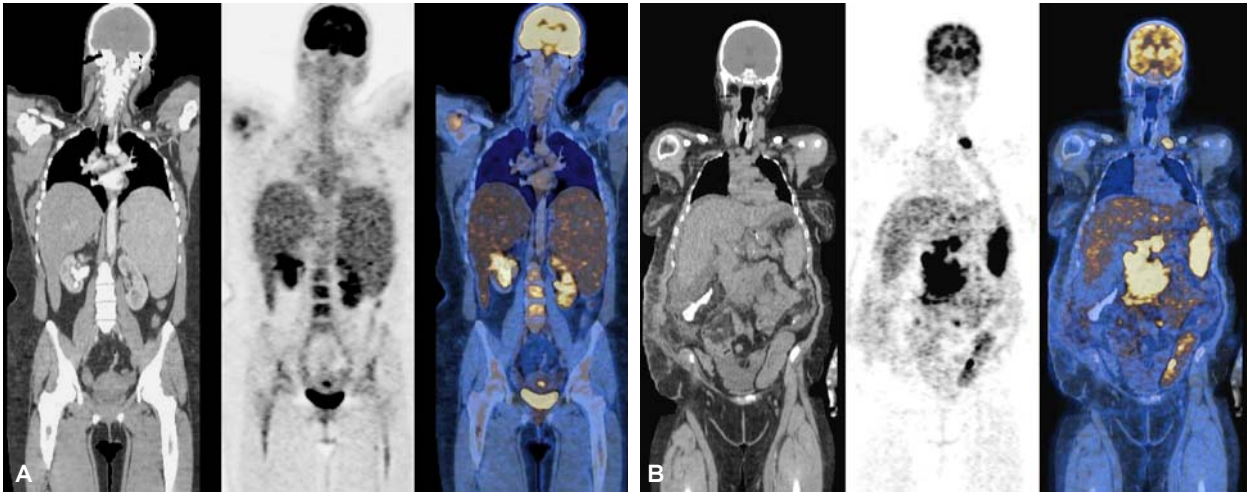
Estudios PET-CT. A) Esplenomegalia difusa en paciente con linfoma. La actividad metabólica del bazo es similar a la del hígado, lo cual se considera normal. B) Bazo de tamaño normal con intenso incremento de la actividad metabólica en forma difusa secundario a infiltración linfomatosa. Observe la presencia de conglomerado ganglionar retroperitoneal y ganglio supraclavicular izquierdo en relación a actividad tumoral por linfoma.
